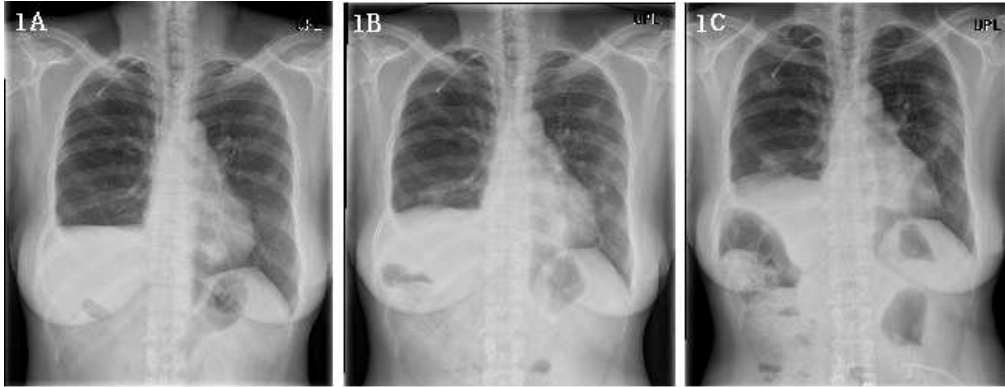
Radiographic findings of the Patient 1 before and after treatment
